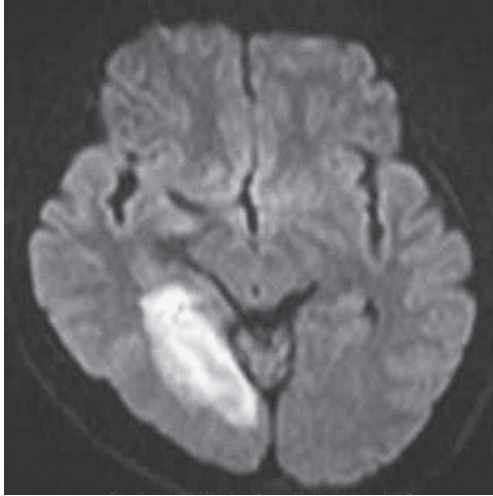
Diffusion weighted image (DWI) (1.5T; TR 3,500msec, TE 82ms, b value=1,000sec/mm²) on day 1 shows a high-signal-intensity area in the right occipito-temporal cortex.
